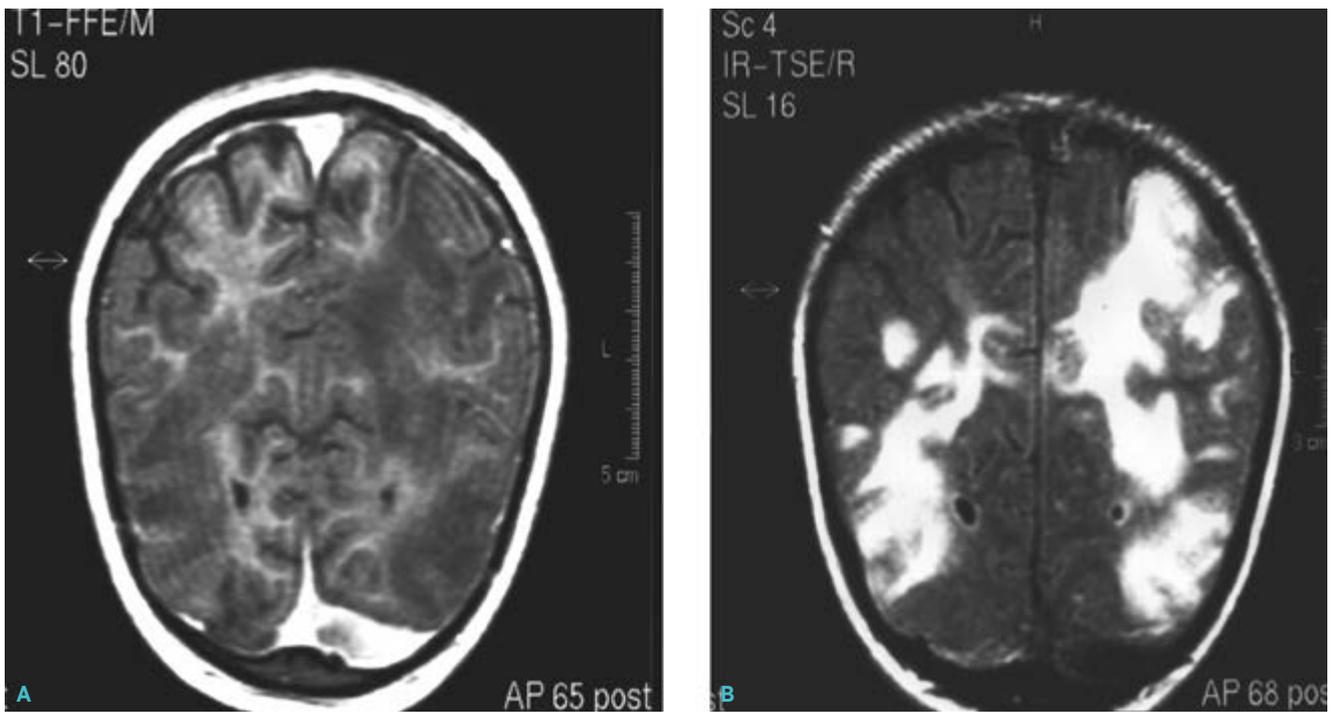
RMN del cerebro con contraste. Tiempo 1 (A) y tiempo 2 (B). A) Hipointensidades parietooccipitales. B) Hiperintensidades parietooccipitales.
